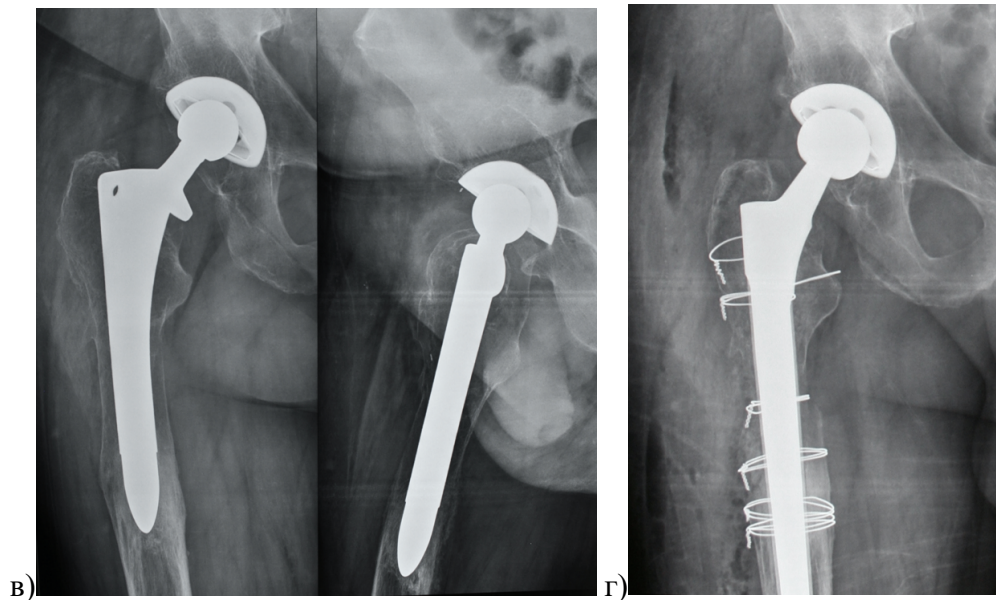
Рентгенограмма пациента Н., первичное эндопротезирование правого ТБС было выполнено 20.05.1997 г. в возрасте 30 лет по поводу асептического некроза головки правого бедра (вертлужный компонент Duraloc (J&J, DePuy, Warsaw, IL, USA), вкладыш из традиционного полиэтилена, бедренный компонент AML (J&J, DePuy, Warsaw, IL, USA), головка кобальт-хром) (а); рентгенограмма правого ТБС через 16 лет после операции – отмечается заметная потеря плотности кости в первой, второй, шестой и седьмой зонах Груэна и повышение плотности в третьей, четвертой и пятой зонах с гипертрофией кортикального слоя (б); рентгенограммы правого ТБС в двух проекциях через 23 года после первичного эндопротезирования – отмечается тяжелейшая потеря костной плотности в первой, второй, третьей, пятой, шестой и седьмой зонах Груэна и остаточное сохранение фиксации ножки в четвертой зоне (в); ревизионное эндопротезирование правого ТБС выполнено 28.07.2020 г. вследствие стойкого болевого синдрома в правом бедре, произведена замена вкладыша вертлужного компонента на полиэтилен с поперечными связями Marathon (J&J, DePuy, Warsaw, IL, USA) и выполнена замена бедренного компонента на ножку Wagner Revision длиной 265 мм (Zimmer, Warsaw, IL, USA), дефекты костной ткани укреплены проволочными серкляжами (г)
